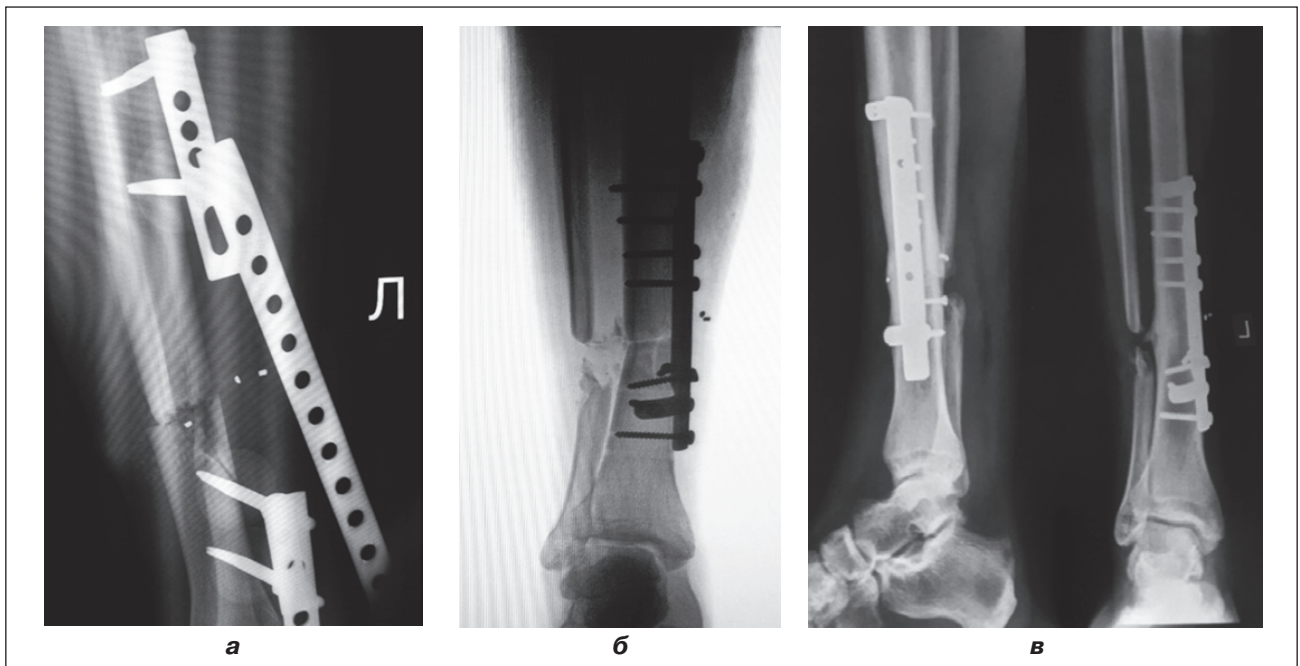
Фотовідбиток рентгенограми хворого із скалковим ПКГ, синтезованим ПФКВ на 9 отворів
